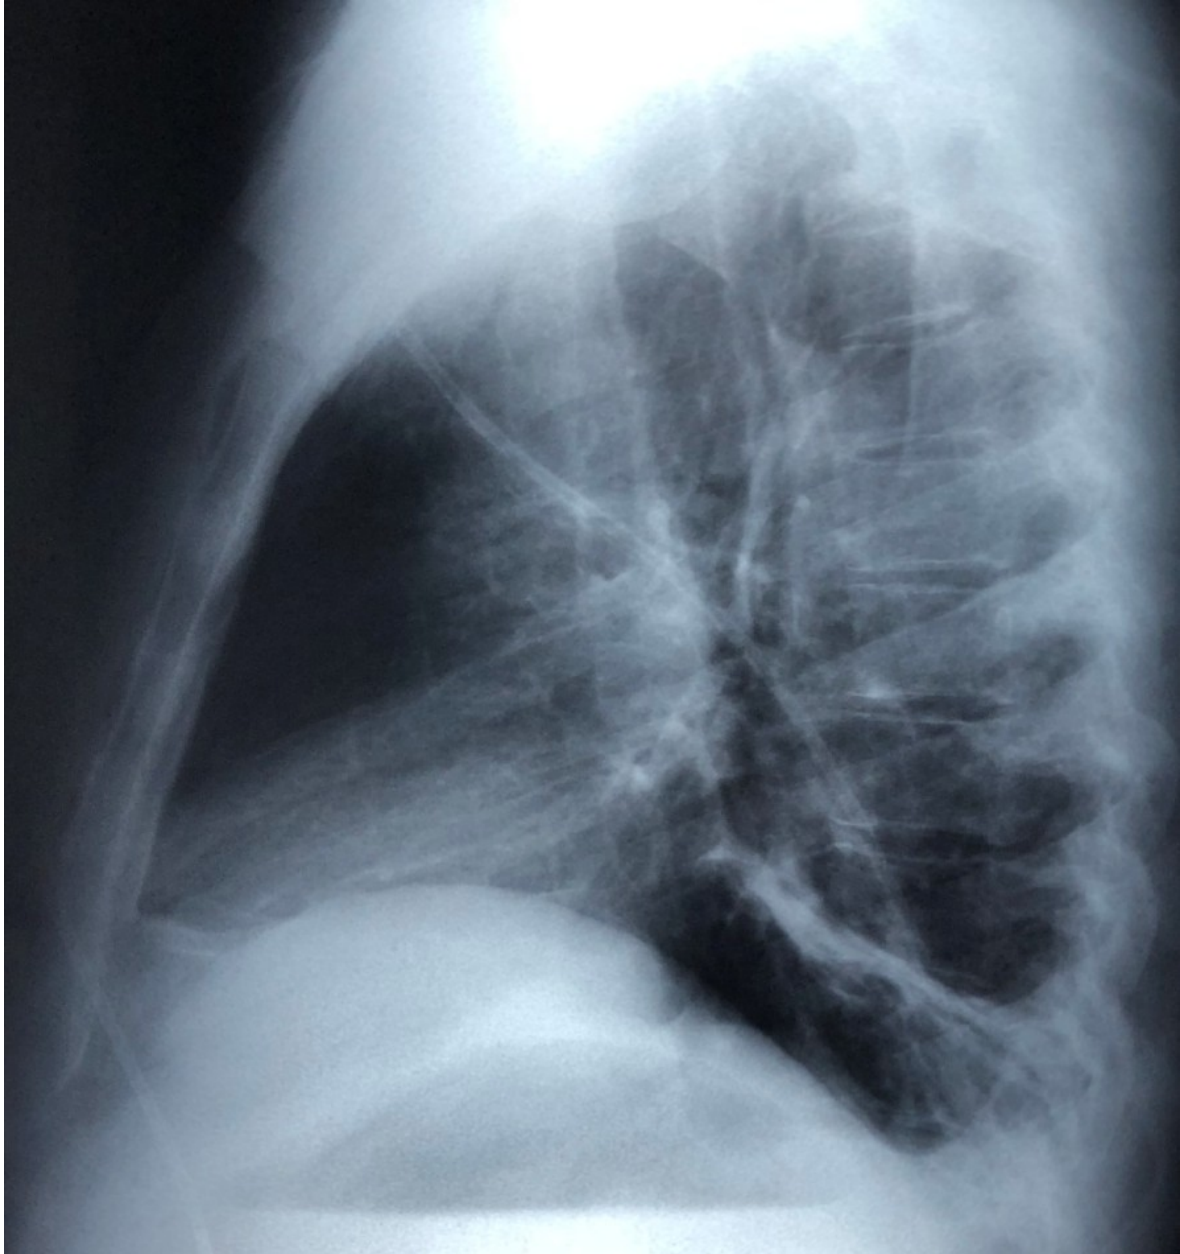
Radiographie thoracique de profil repérant la position du pleurocath avec ré-expansion complète du poumon (19)
